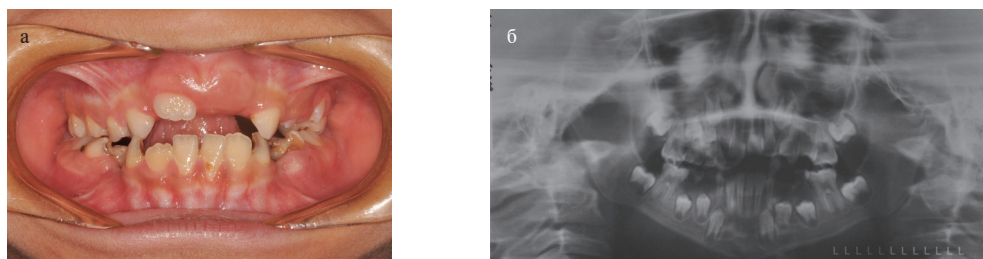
Внутриворотная фотография (а) и ортопантомограмма (б) через месяц после сеанса ультразвукового воздействия в области зуба 11
